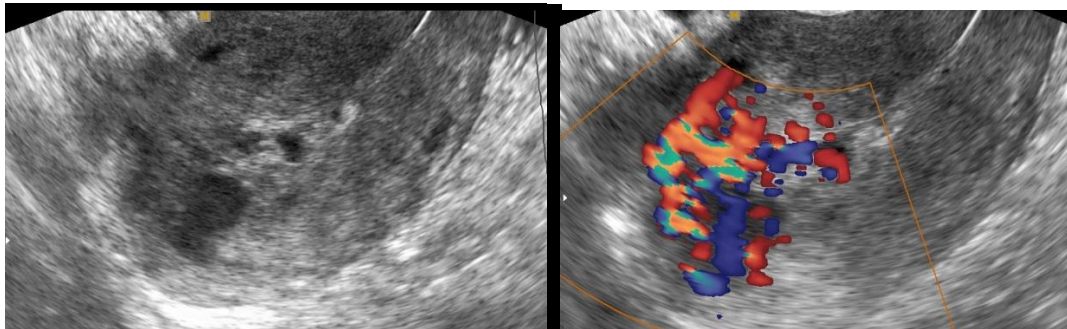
УЗИ малого таза пациентки М. до лечения.
